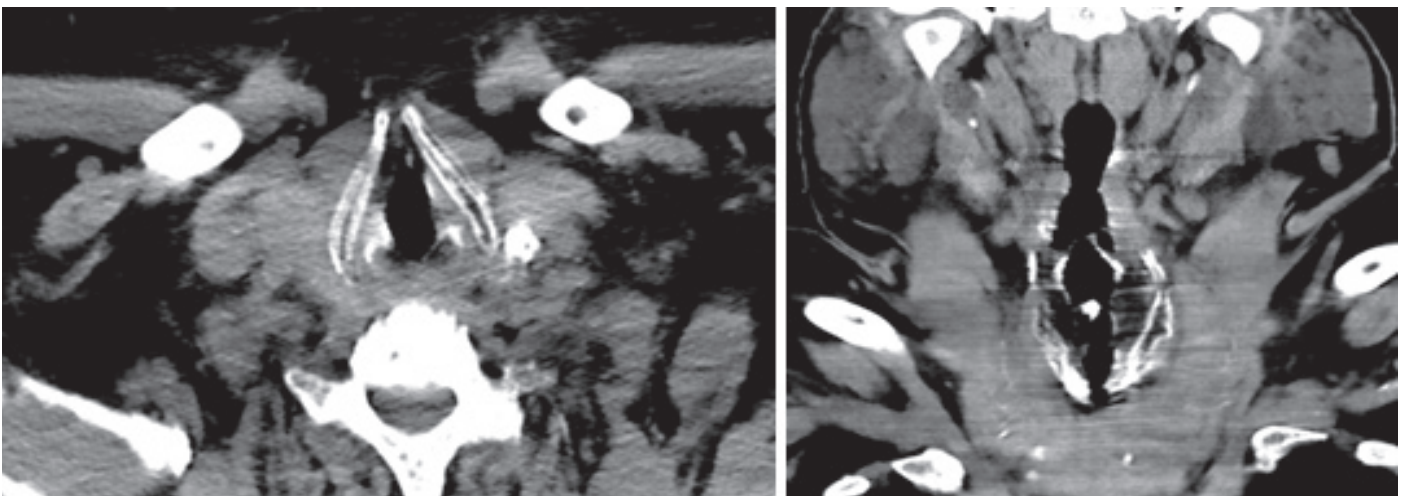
TC cervico-torácica de controlo realizada aos 12 meses
